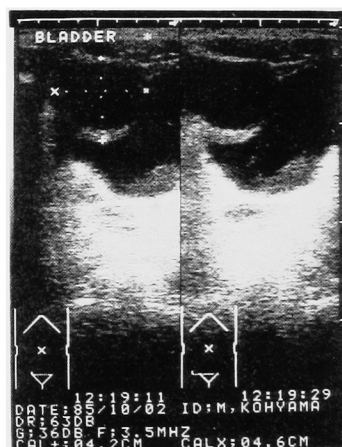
Transabdominal ultrasonography demonstrates a hypoechoic mass contacted to the right vesical wall.
